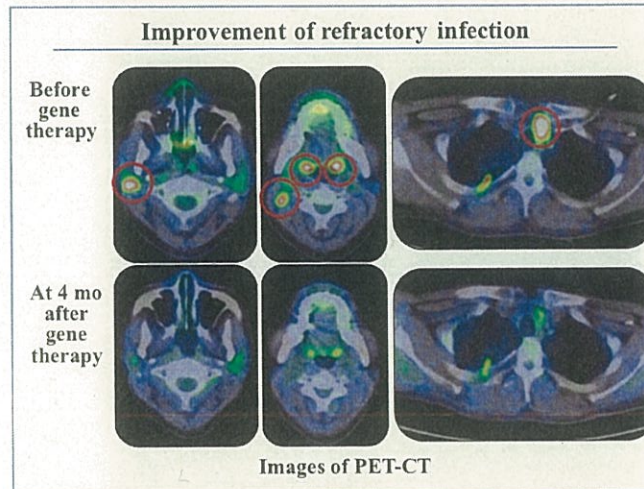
遺伝子治療後の感染症画像評価(PET-CT)
